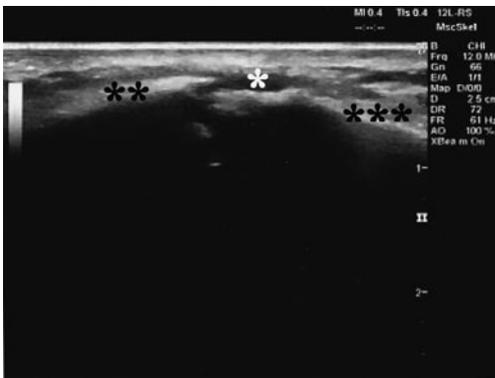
Dynamic assessment with ultrasonography at the nine-week follow-up visit : No instability was noted on abduction or adduction of the shoulder
